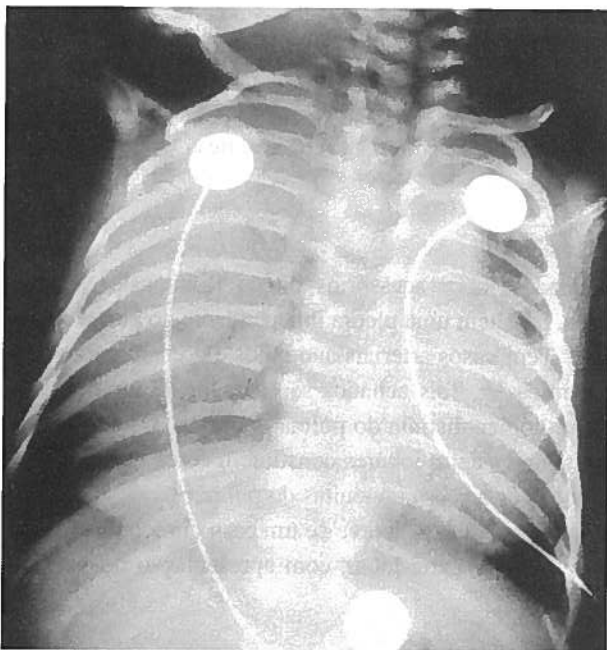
Radiografia do tórax postero-anterior, evidenciando hipotransparência do hemitórax direito.
